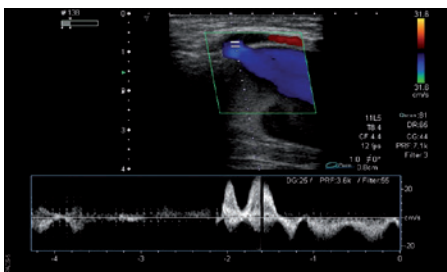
Ecografía Doppler-duplex donde se observa una estructura quística con contenido ecogénico que se desplaza de forma turbulenta lentamente y una vena en comunicación que presenta flujo con onda de baja velocidad variable con la respiración.
